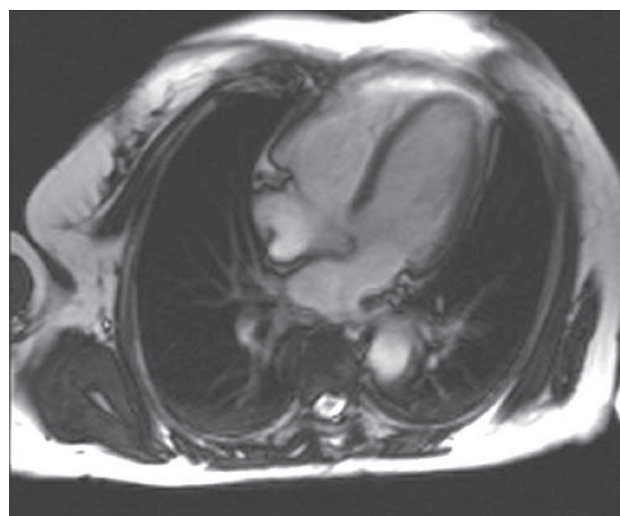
Кино-МРТ по длинной оси левого желудочка, 4-камерная проекция. На задней стенке правого предсердия видна гипертрофированная crista terminalis
